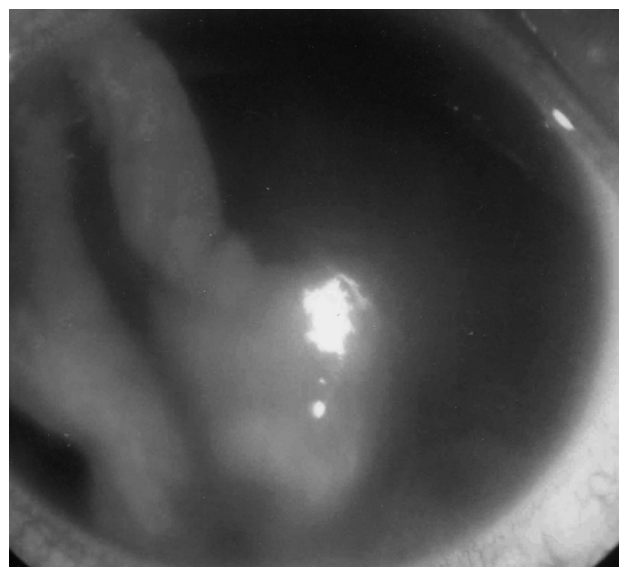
Контузия глазного яблока. Почти полный отрыв радужки у корня, гифема, гемофтальм.
